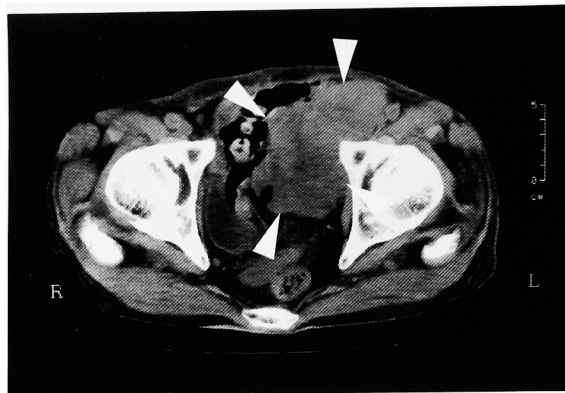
The computed tomographic scan one month after surgery showed drastic local recurrence (arrows).
